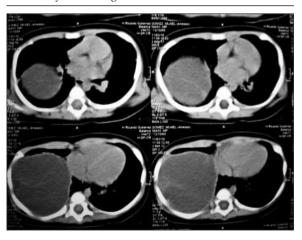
TAC de tórax con contraste. Masa sólida redondeada, aparentemente homogénea, cuyos bordes e interior, refuerzan luego del contraste.
